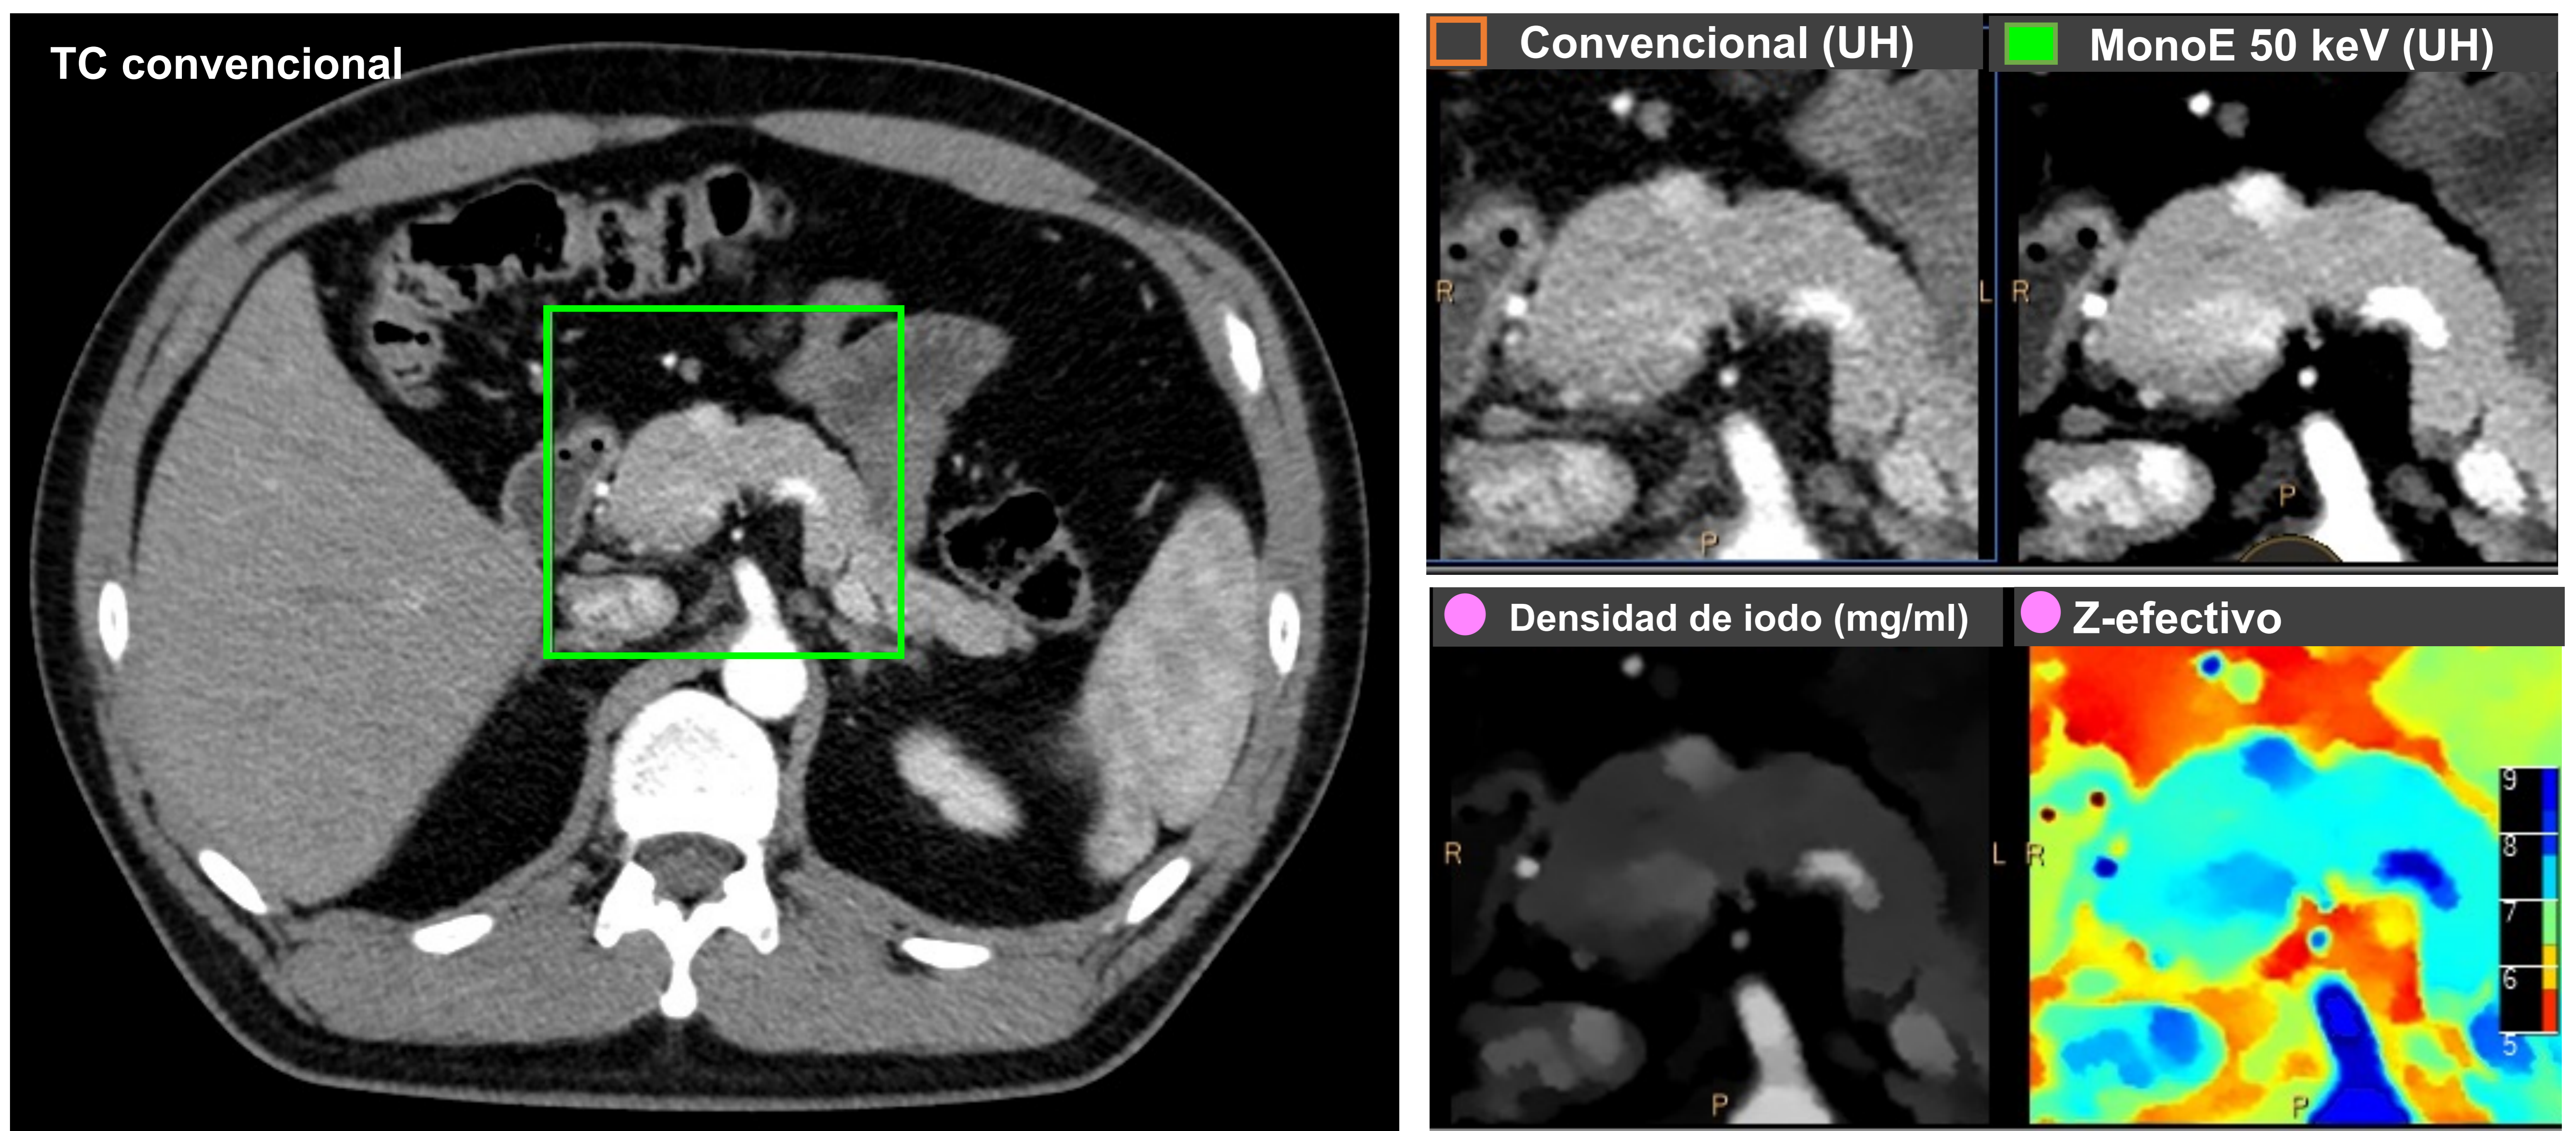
Imágenes de corte axial de TC abdominal con adquisición en fase arterial centradas en la glándula pancreática. En el TC convencional se visualiza una lesión nodular en cuello pancreático con mayor realce que el resto de la glándula. En el mapa monoE de baja energía (50 KeV) y densidad de iodo se acentúa el comportamiento hipervasculador de dicha lesión lo que permite delimitarla mejor. (Resultado de Anatomía Patológica: Tumor neuroendocrino pancreático).
